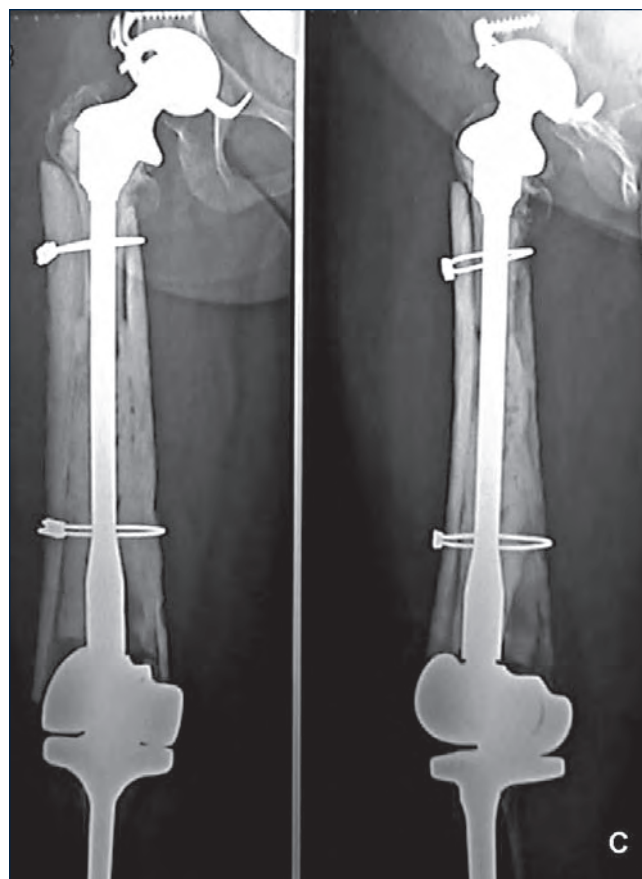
Controllo radiografico ad 1 anno dall'impianto totale di femore rivestito con osso di banca, cementato (prof. M. Mercuri).
